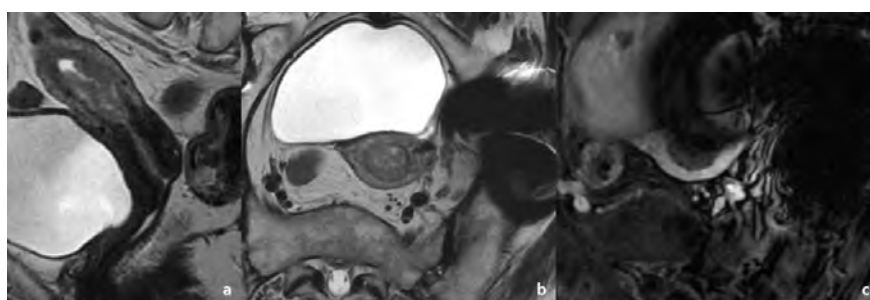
Mulher 75 anos com carcinoma do endométrio estágio IB. A RM de estadiamento permitiu que o tumor fosse bem visualizado em sequência ponderada em T2 no plano sagital (a). No plano axial oblíquo, a presença de artefactos de susceptibilidade magnética por prótese da anca degradou gravemente a qualidade da imagem, quer em sequência spin eco ponderada em T2 (a), quer em sequência eco de gradiente ponderada em T1 com saturação de gordura e após administração de gadolínio (b), onde, por se tratar de uma sequência eco de gradiente, os artefactos se tornam ainda mais evidentes.
